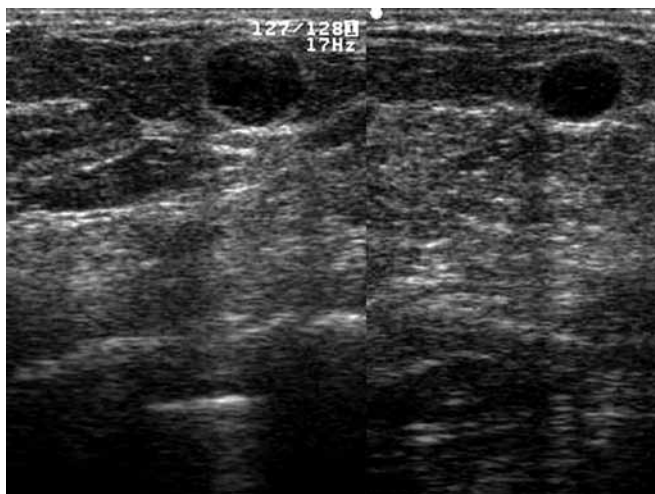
Ecografía mamaria. Se observan nódulos sólidos hipoeoicos, de forma redondeada, de 8 y 10 mm de diámetro, de contornos circunscritos, con halo ecogénico periférico, ubicados en el tejido graso mamario.
